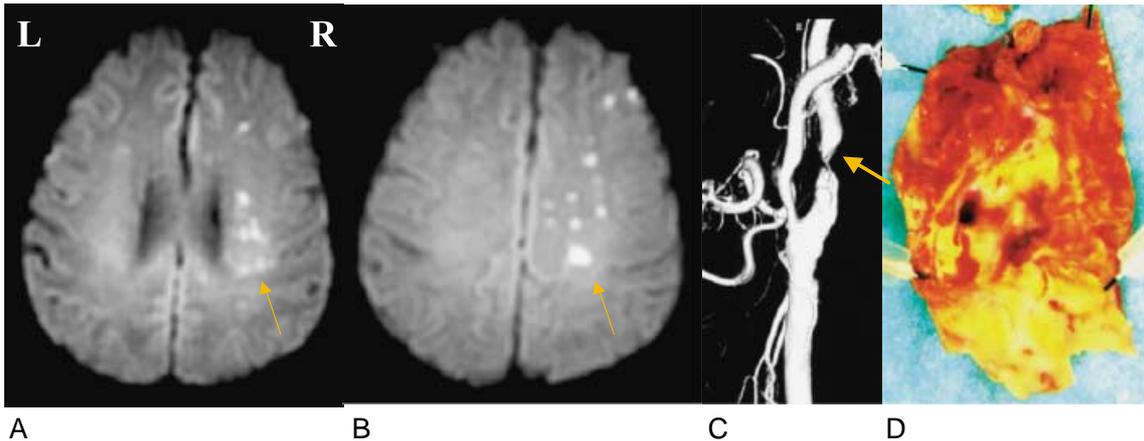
67歳 男性の入院時 stroke MRI
